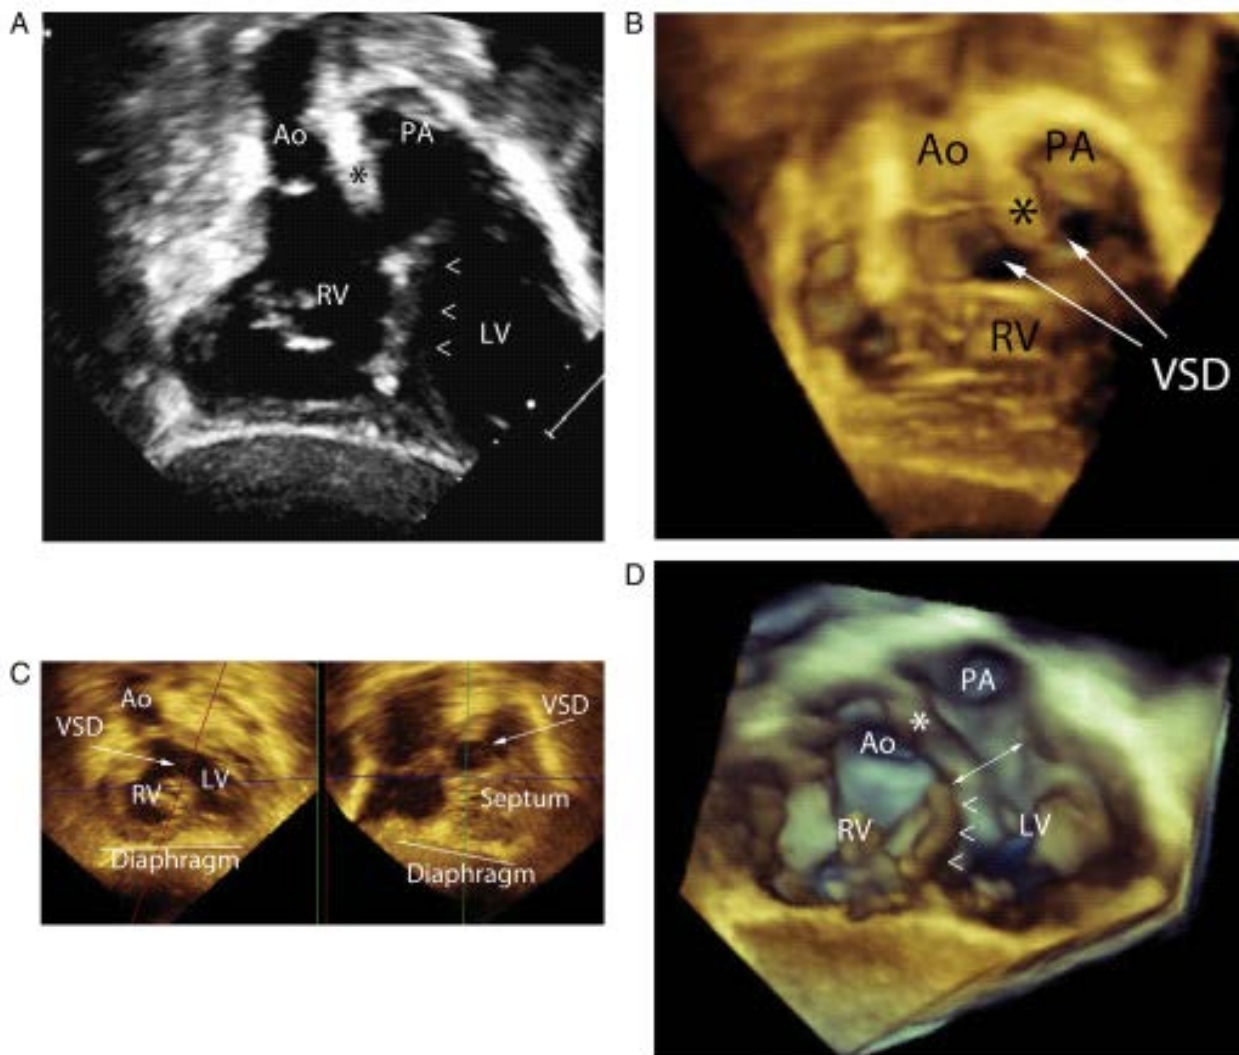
右心室双出口患者经胸 3DE，剑突下切面多心动周期门控图像采集。（A）右心室双出口二维超声心动图剑下观察。室间隔平面由箭头显示（<<），主动脉和肺动脉之间的流出部间隔由星号显示。注意室间隔缺损不可视，因为流出部间隔完全位于右心室内，室间隔平面在此图像平面的后方。（B）同一病人的剑下的三维超声图像。主动脉与肺动脉被流出部间隔（*）隔开。由于 3D 图像提供的景深，室缺的边缘清晰可见。这在临床上非常重要，因为室间隔缺损的大小和位置可以决定是否作为外科修复的一部分能将主动脉隔入左心室。（C）MPR 成像显示室间隔缺损和主动脉的关系。红色平面对应右侧的室间隔缺损直视图像。这允许准确测量室间隔缺损的大小。（D）经心尖所获 3D 渲染图像。左右心室以短轴显示。箭头（<<）显示室间隔、双头箭显示室间隔缺损。此投影的景深显示室间隔缺损的位置、流出部间隔（*）、以及大动脉的相对位置。Ao，主动脉；LV，左心室；PA，肺动脉；RV，右心室。
